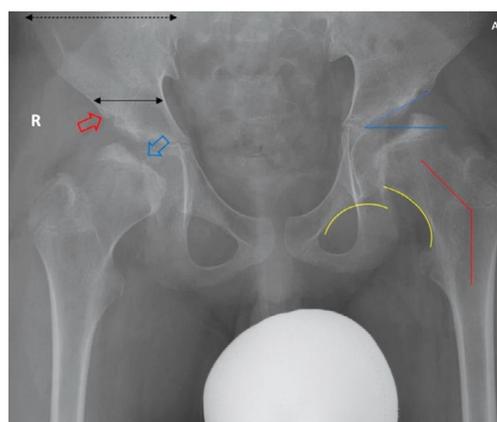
Рентгенограмма тазобедренных суставов в прямой проекции: уплощение и нарушение оссификации эпифизов (голубая стрелка), расширение метафизарных зон, ацетабулярная дисплазия (угол голубого цвета), недостаточная оссификация края вертлужной впадины и головок бедренной кости (красная стрелка), изменение пропорций между шириной крыльев и тела подвздошных костей («симптом Микки-Мауса») (черные стрелки), вальгусная деформация шеек бедренных костей (красная линия), прерывистость линии Шентона (желтые линии)
